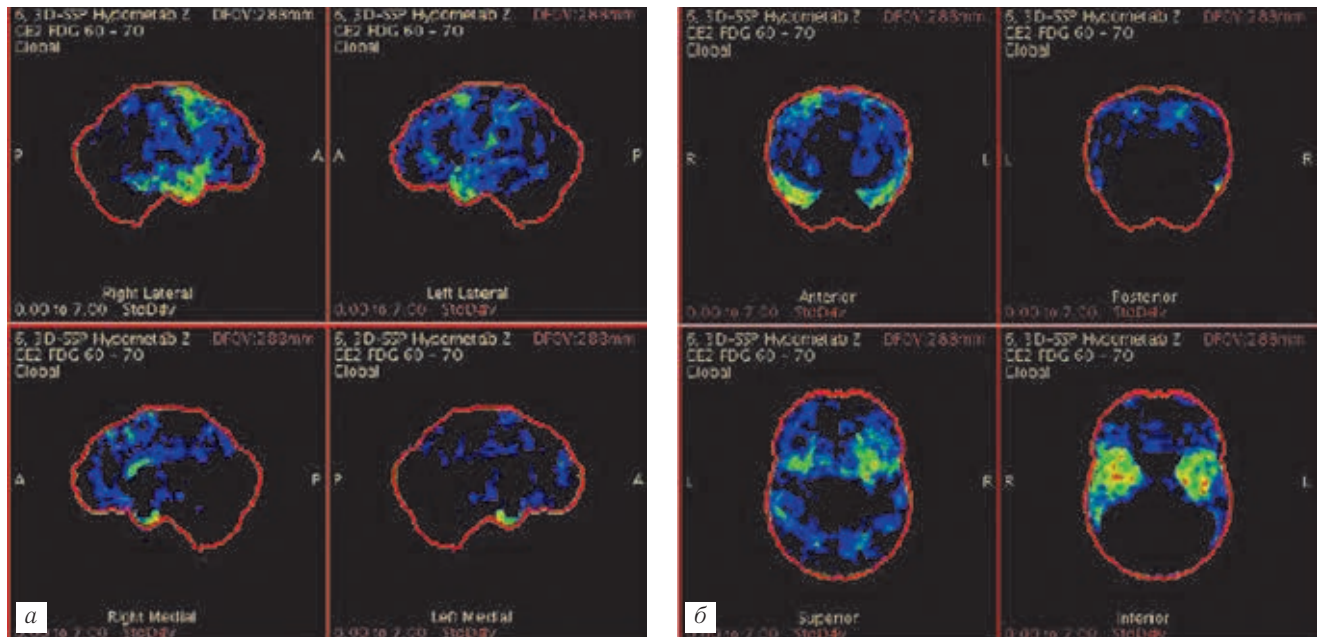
ПЭТ-изображения у пациентов с умеренным когнитивным дефицитом (а) и «мягкой» деменцией при БА (б).
